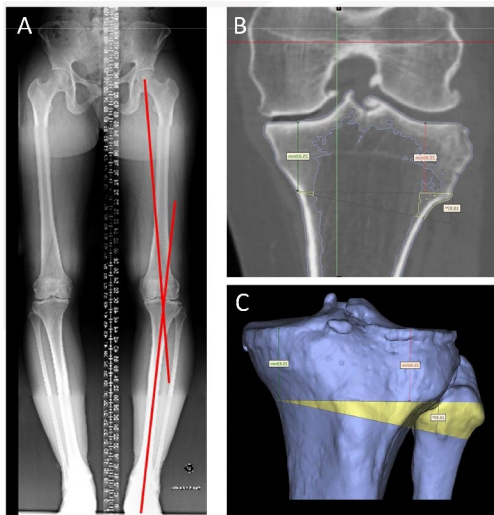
surgical planning using radiographies (AJ, CT scan images (BJ and subsequent 3D reconstruction (CJ).
